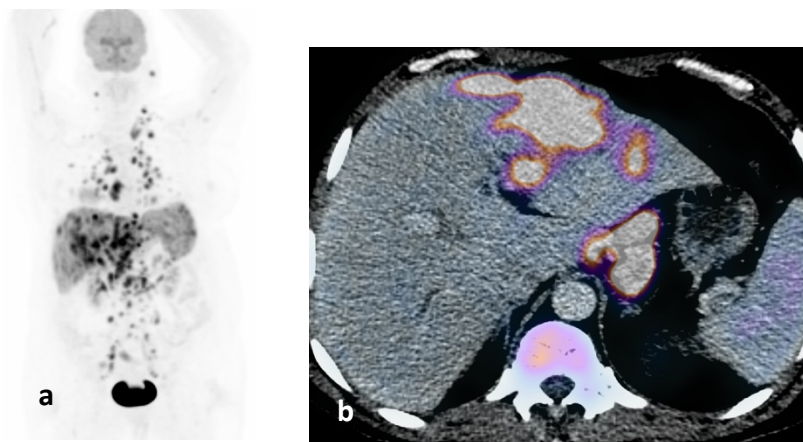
Imagen MIP (a) de paciente con FOD, con múltiples adenopatías con hipermetabolismo e infiltración hepática y esplénica. El diagnóstico posterior a la biopsia de una linfadenopatía, fue linfoma de células T. PET/CT con ^{18}F -FDG de una paciente distinta (b), se observan múltiples lesiones hepáticas con hipermetabolismo asociadas a adenopatías. Se realizó biopsia dirigida y el resultado fue colangiocarcinoma.
